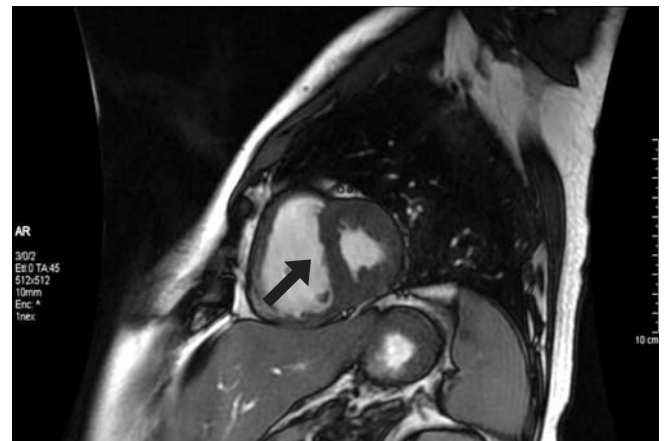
RMN de corazón, que demuestra durante el ciclo cardíaco el comportamiento ventricular. Esta imagen muestra la morfología en D desarrollada por el ventrículo izquierdo secundario a la interdependencia ventricular en la hipertensión pulmonar grave.
